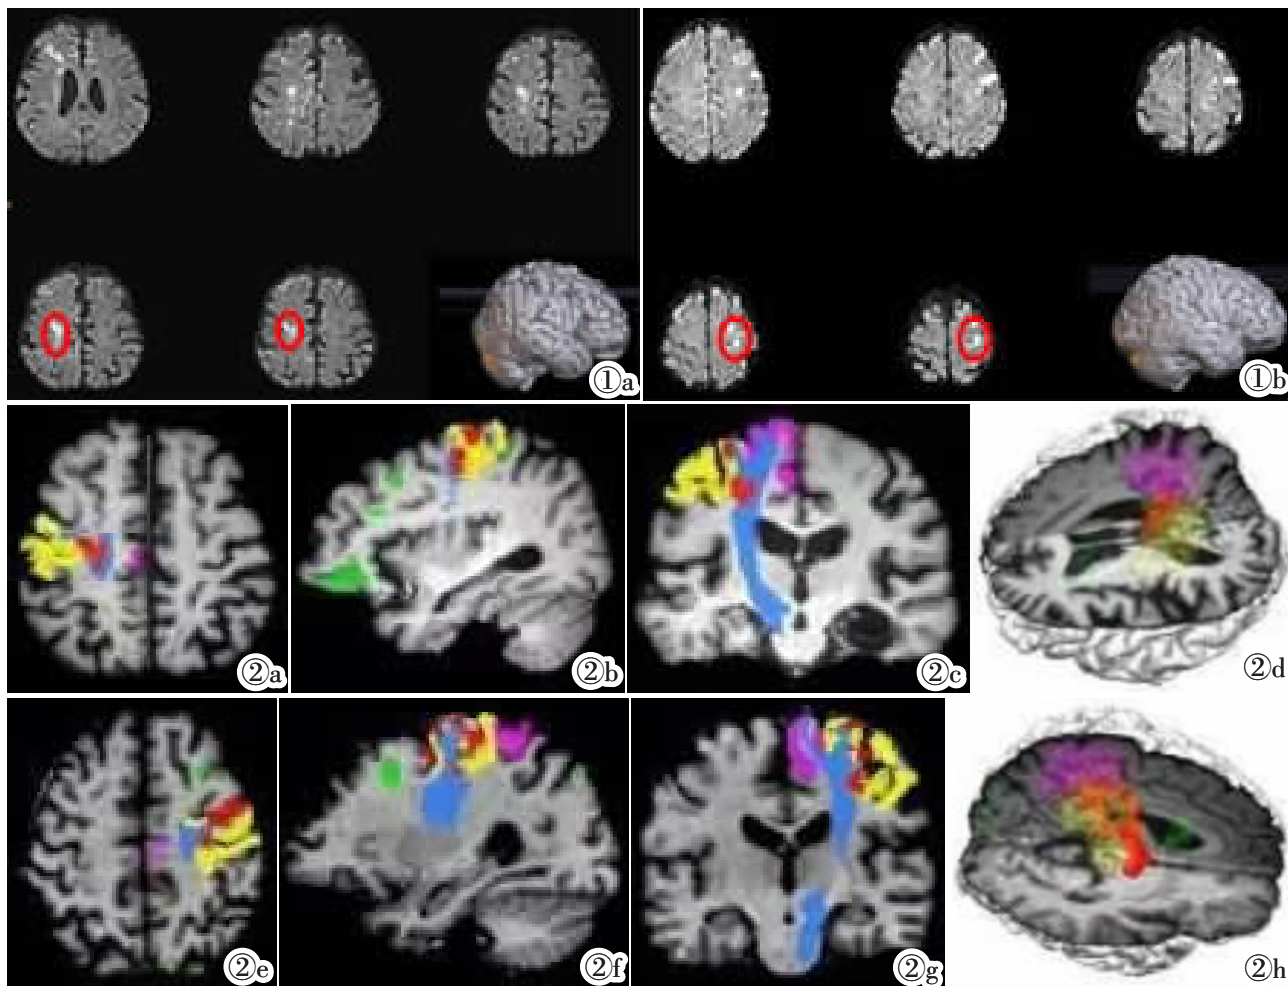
两位患者病灶展示图。图 1a 为患者 1 的 DWI 图像，图 1b 为患者 2 的 DWI 图像，红圈为责任病灶。图 2 两位患者责任病灶与手足功能区及锥体束的三维位置关系图。图 2a~2d 为患者 1 的病灶、手足功能区 and 锥体束展示，图 2e~2h 为患者 2 的病灶、手足功能区 and 锥体束展示。红色部分为责任病灶，绿色为非责任病灶，黄色部分为手功能区，粉色部分为足功能区，蓝色部分为锥体束区域。
